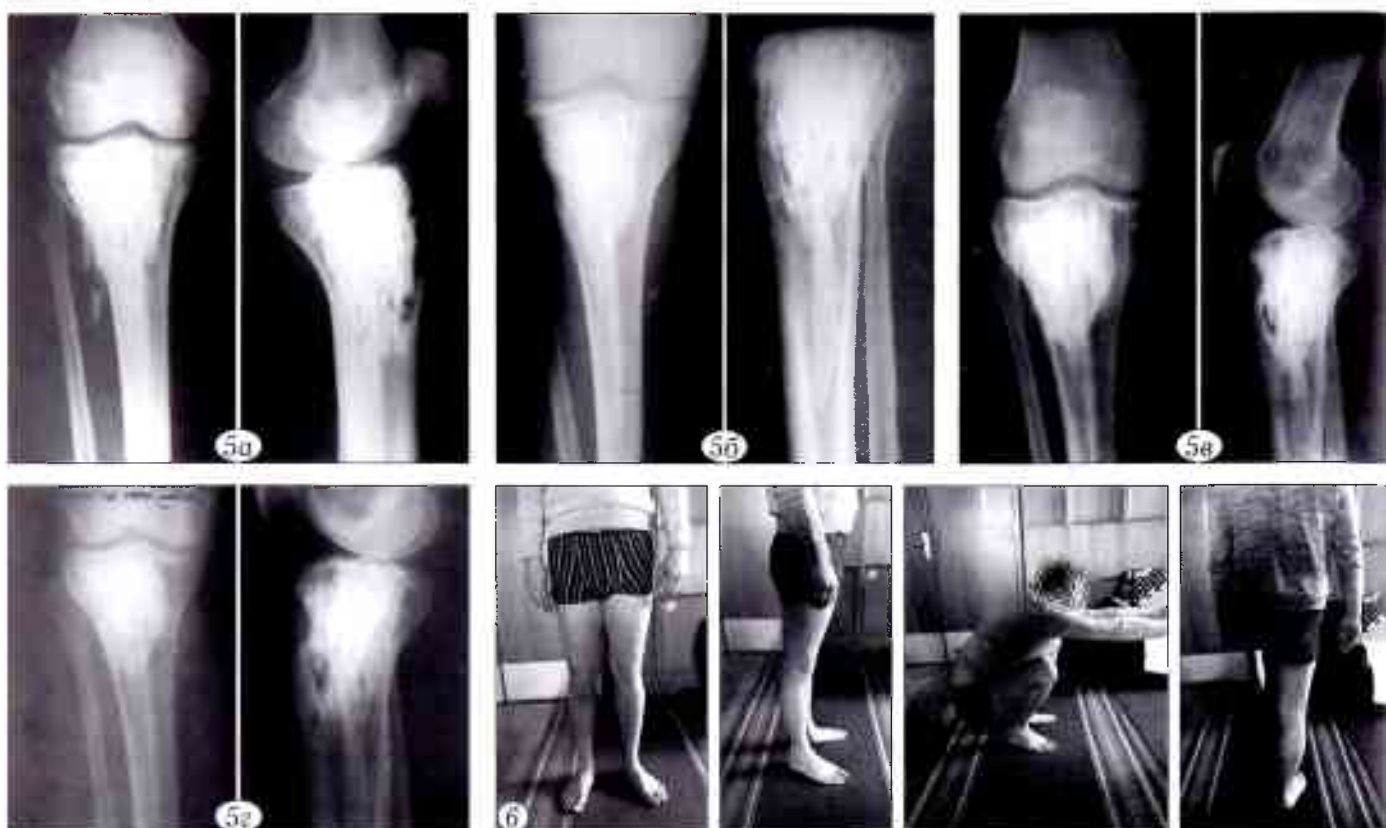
Тот же пациент. Рентгенограммы после операции (а), через 3 мес (б), через 1 год (в) и через 2 года (г) после операции.
